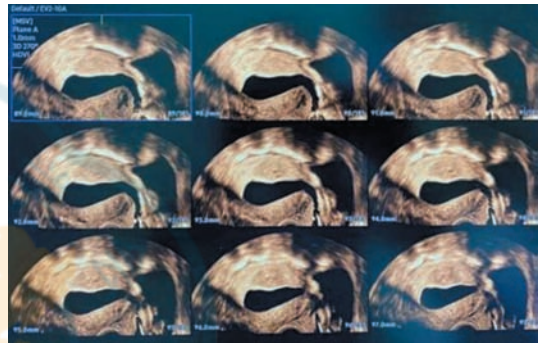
生理盐水灌注宫腔声学造影(SIS)联合三维断层超声成像矢状切面声像图 宫腔内膜壁光滑
